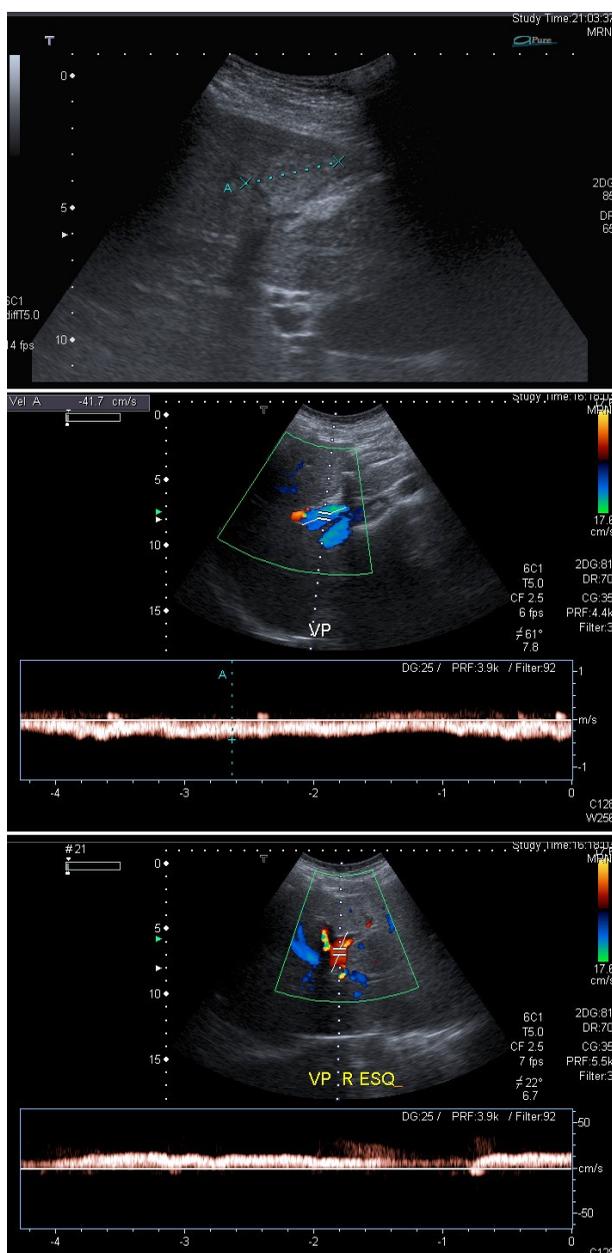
Eco-doppler abdominal: hepatomegália; área hiperecogénica no lobo esquerdo, correspondendo a provável zona de enfarte; trombose do ramo esquerdo da veia porta com inversão do fluxo sanguíneo (VP: veia porta; R ESQ: ramo esquerdo)
